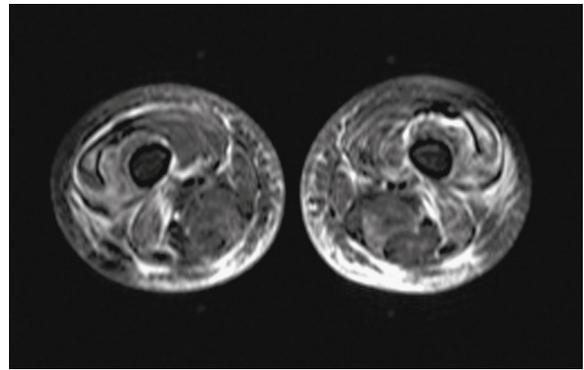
RM con immagini T2 pesate e soppressione del grasso della muscolatura prossimale degli arti inferiori di un bambino con dermatomiosite giovanile con livelli normali di enzimi muscolari. Vi è una miopatia infiammatoria focale. Le aree chiare riflettono la risposta infiammatoria del muscolo coinvolto. Le aree più scure sono più normali. L'identificazione delle aree interessate mediante RM guida con maggiore precisione la biopsia muscolare o l'elettromiografia.
